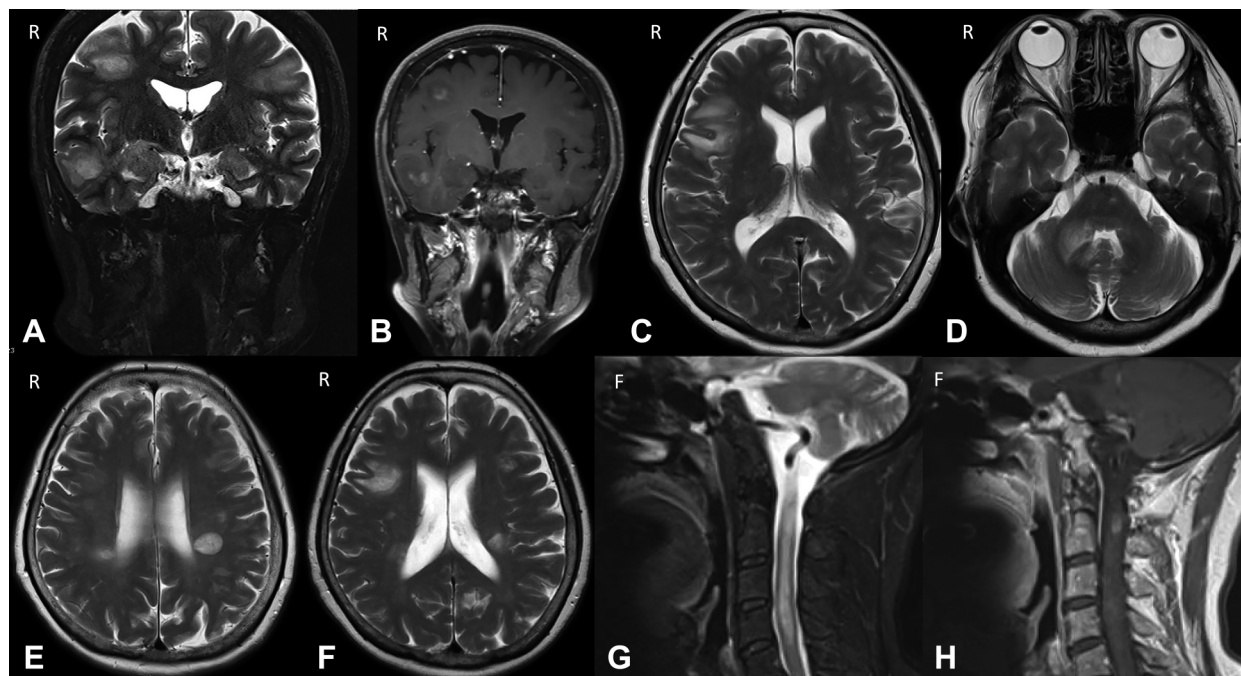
MRI scan of the brain and spinal cord taken in 2018.
